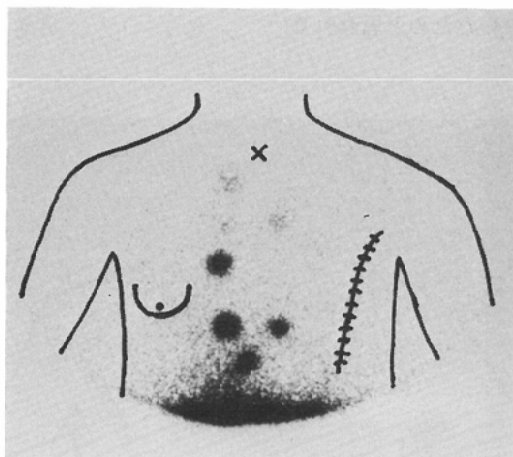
Parasternal lymphoscintigram from a 64-year old post-mastectomy female with left breast cancer, clinical Stage III-a (T3N2M0). This lymphoscintigram demonstrates discontinuity of the left parasternal chain and decreased radioactivity of the bilateral upper nodes, probably due to metastases. Radiotherapy was performed for this case, being based on the three-dimensional location of each lymph node measured by the author's method.
